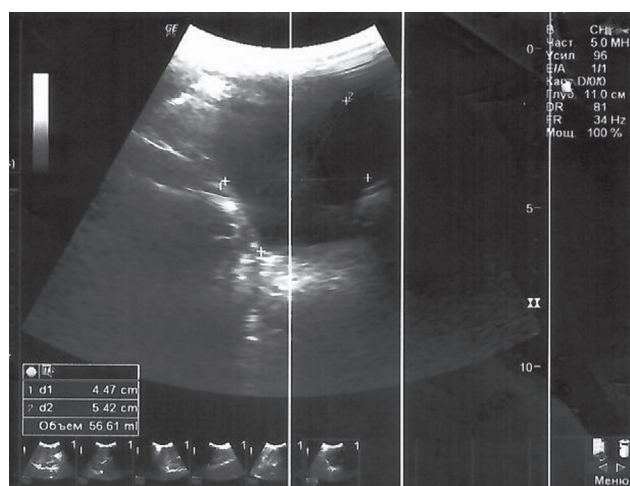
УЗИ мочевого пузыря.
